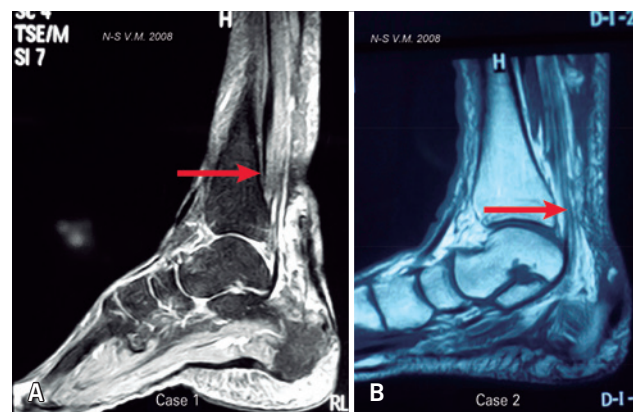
Magnetic resonance imaging, where you can see the loss of substance and tendinous degeneration of the tendon (A case 1 - B case 2)
